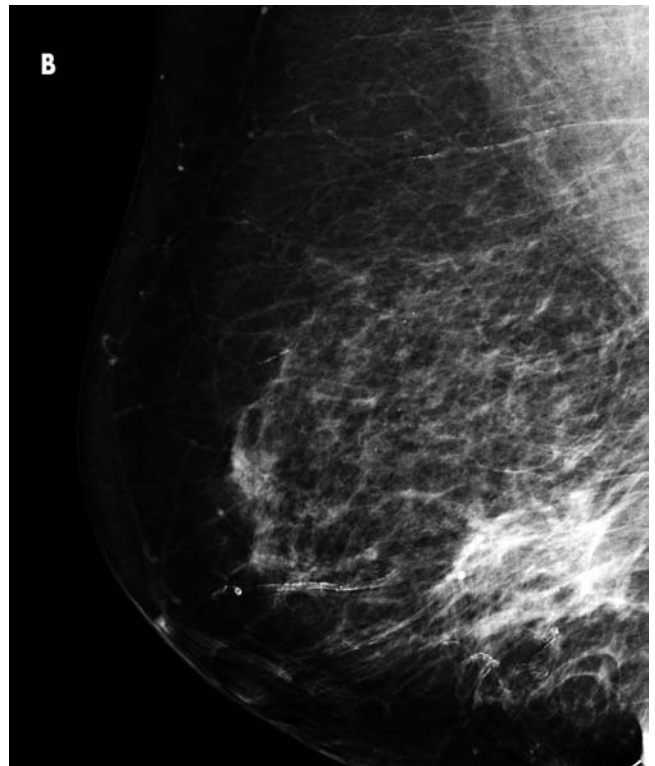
Recidiva local. Paciente de 60 años tratada con cirugía conservadora por carcinoma ductal infiltrante en la mama izquierda tres años antes. A y B. En la mamografía de control se visualizó una imagen nodular de bordes mal definidos en el lecho de la tumorectomía, más evidente en la proyección craneocaudal (flecha). C y D. El estudio RM mostró la captación focal de contraste y las características morfológicas del nódulo localizado en unión de cuadrantes inferiores (flechas). Se realizó biopsia estereotaxia con resultado de carcinoma ductal infiltrante.
